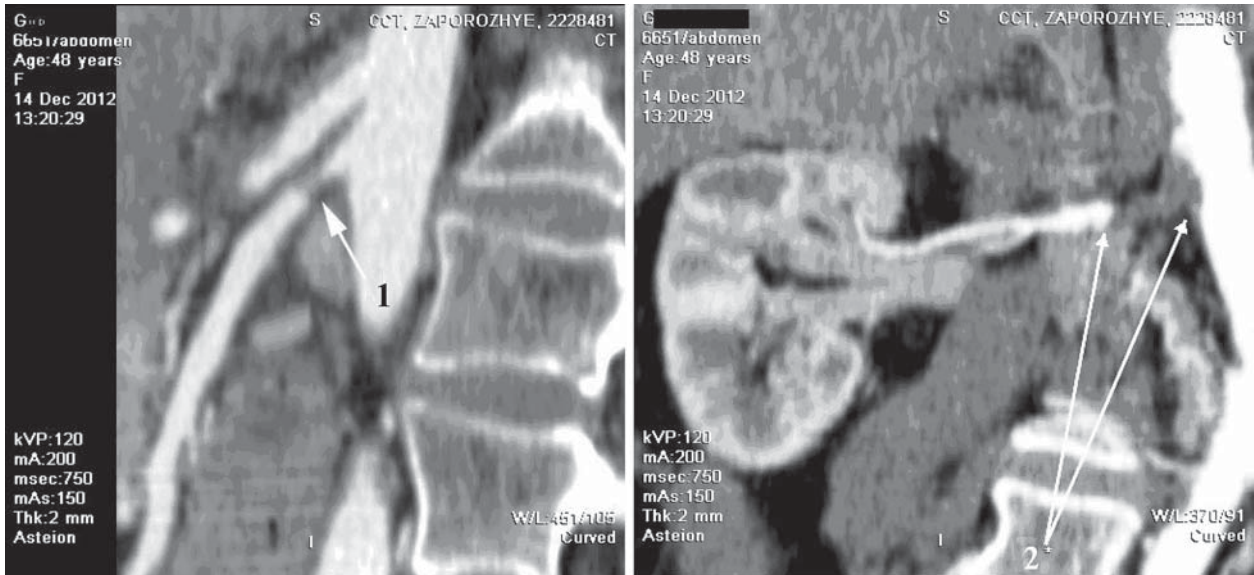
МСКТ больной Г., 48 лет: 1 — критический стеноз верхней брыжеечной артерии, 2 — окклюзия правой почечной артерии
